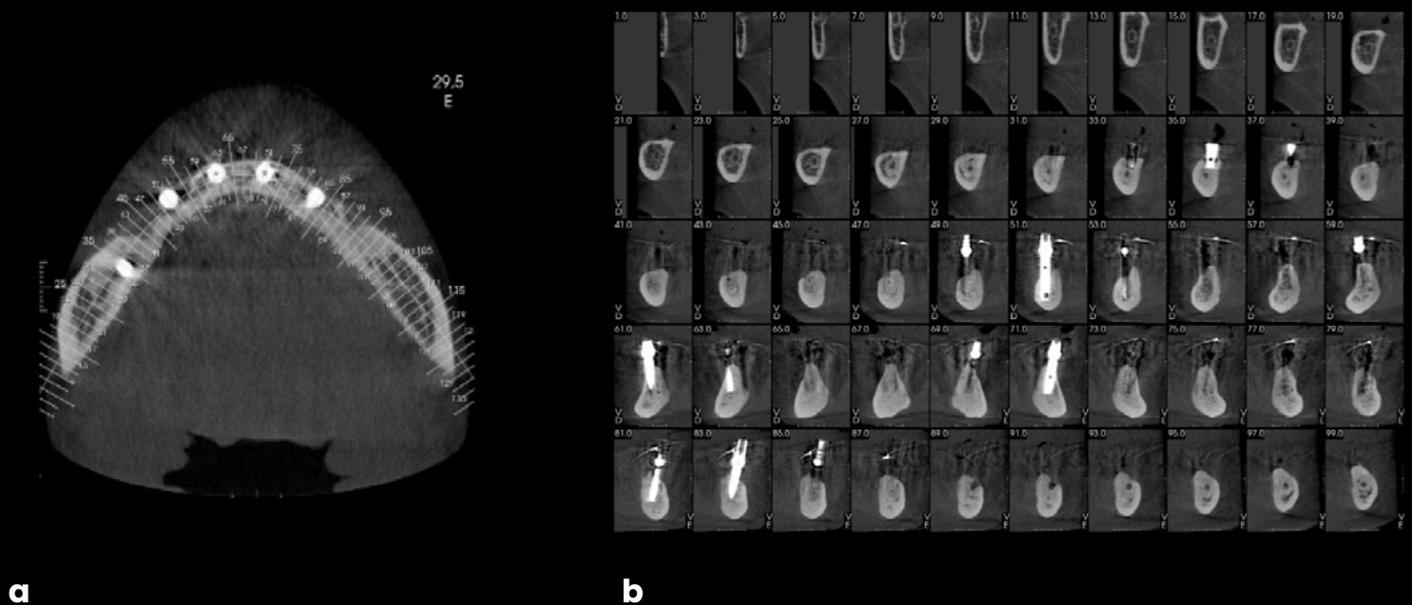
Seguimiento postoperatorio por tomografía computarizada (TC), noviembre/20 (a: sección coronal) (b: sección sagital).
